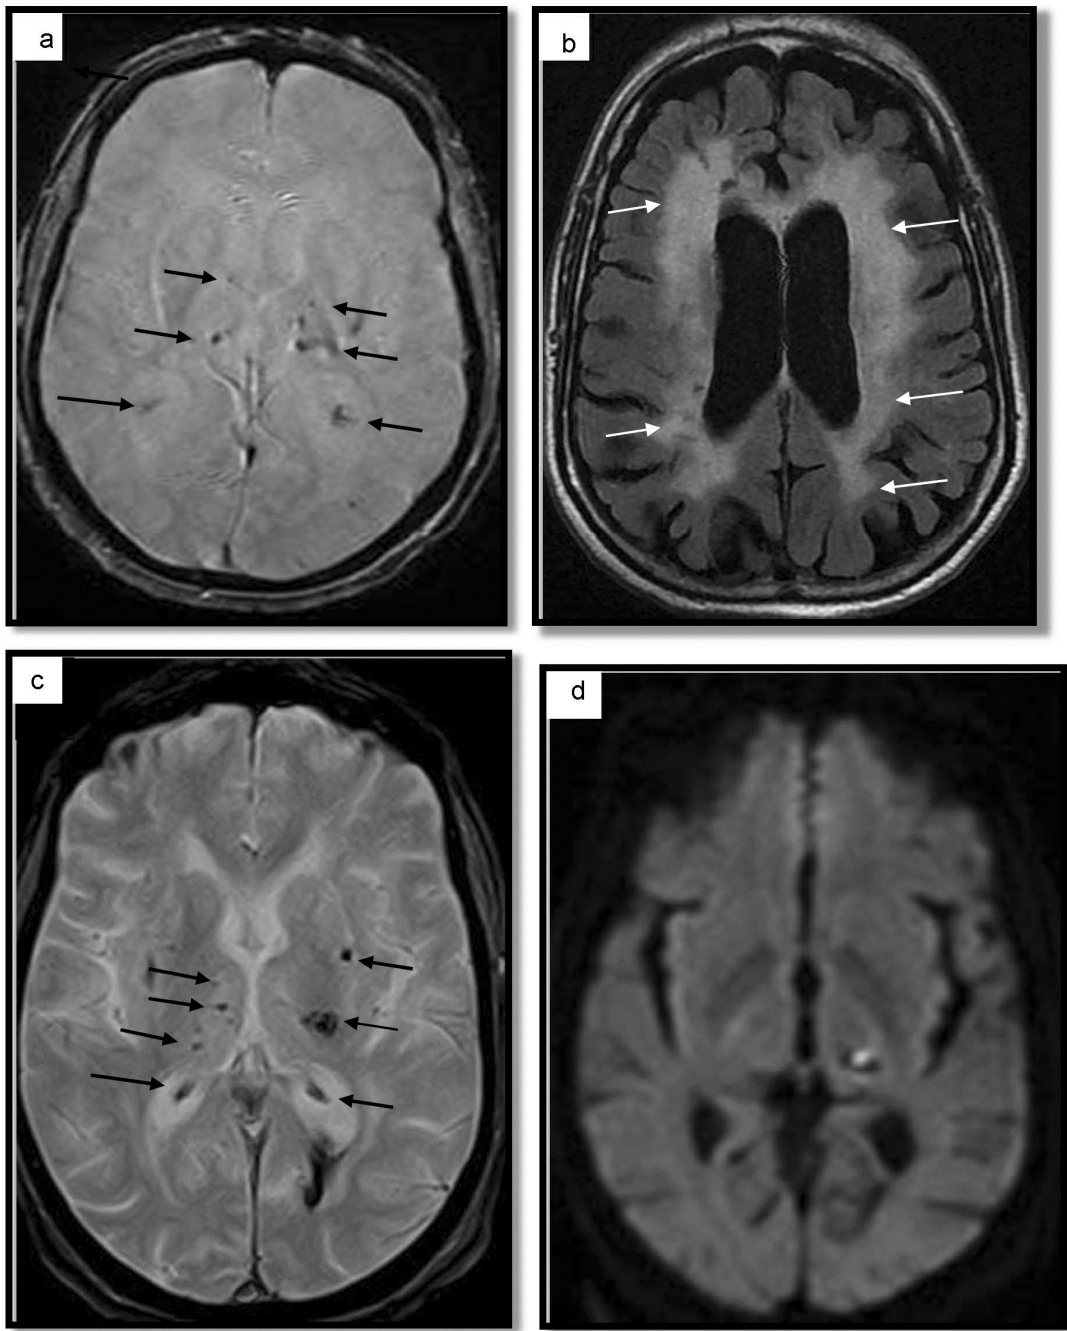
Hypo-signaux T2 EG (flèches noire) (a, c) profondes, Hyper signaux FLAIR(flèches blanches) SBPV (b), sans traduction en diffusion (d)
